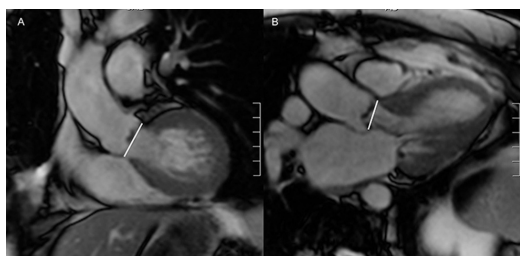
Evaluation de la taille de l'anneau aortique en vue para-sagittale (figure A) et double oblique (figure B) par IRM.
